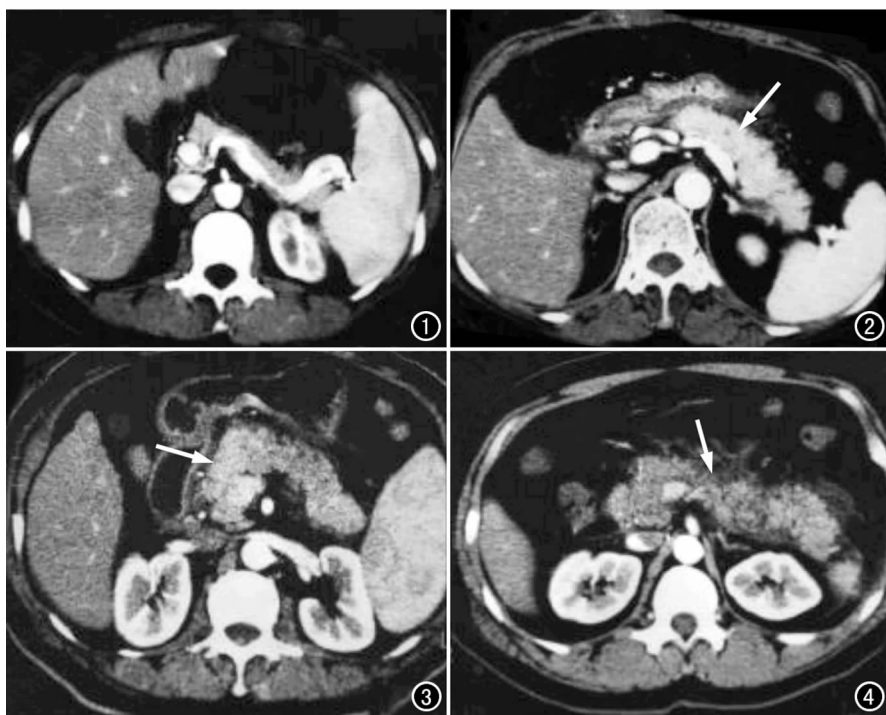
A 级急性胰腺炎。CT 增强扫描显示胰腺正常。图 2 B 级急性胰腺炎。CT 增强扫描显示胰腺广泛增大(箭),腺体不均匀增强,胰周脂肪层无异常,无渗液。
